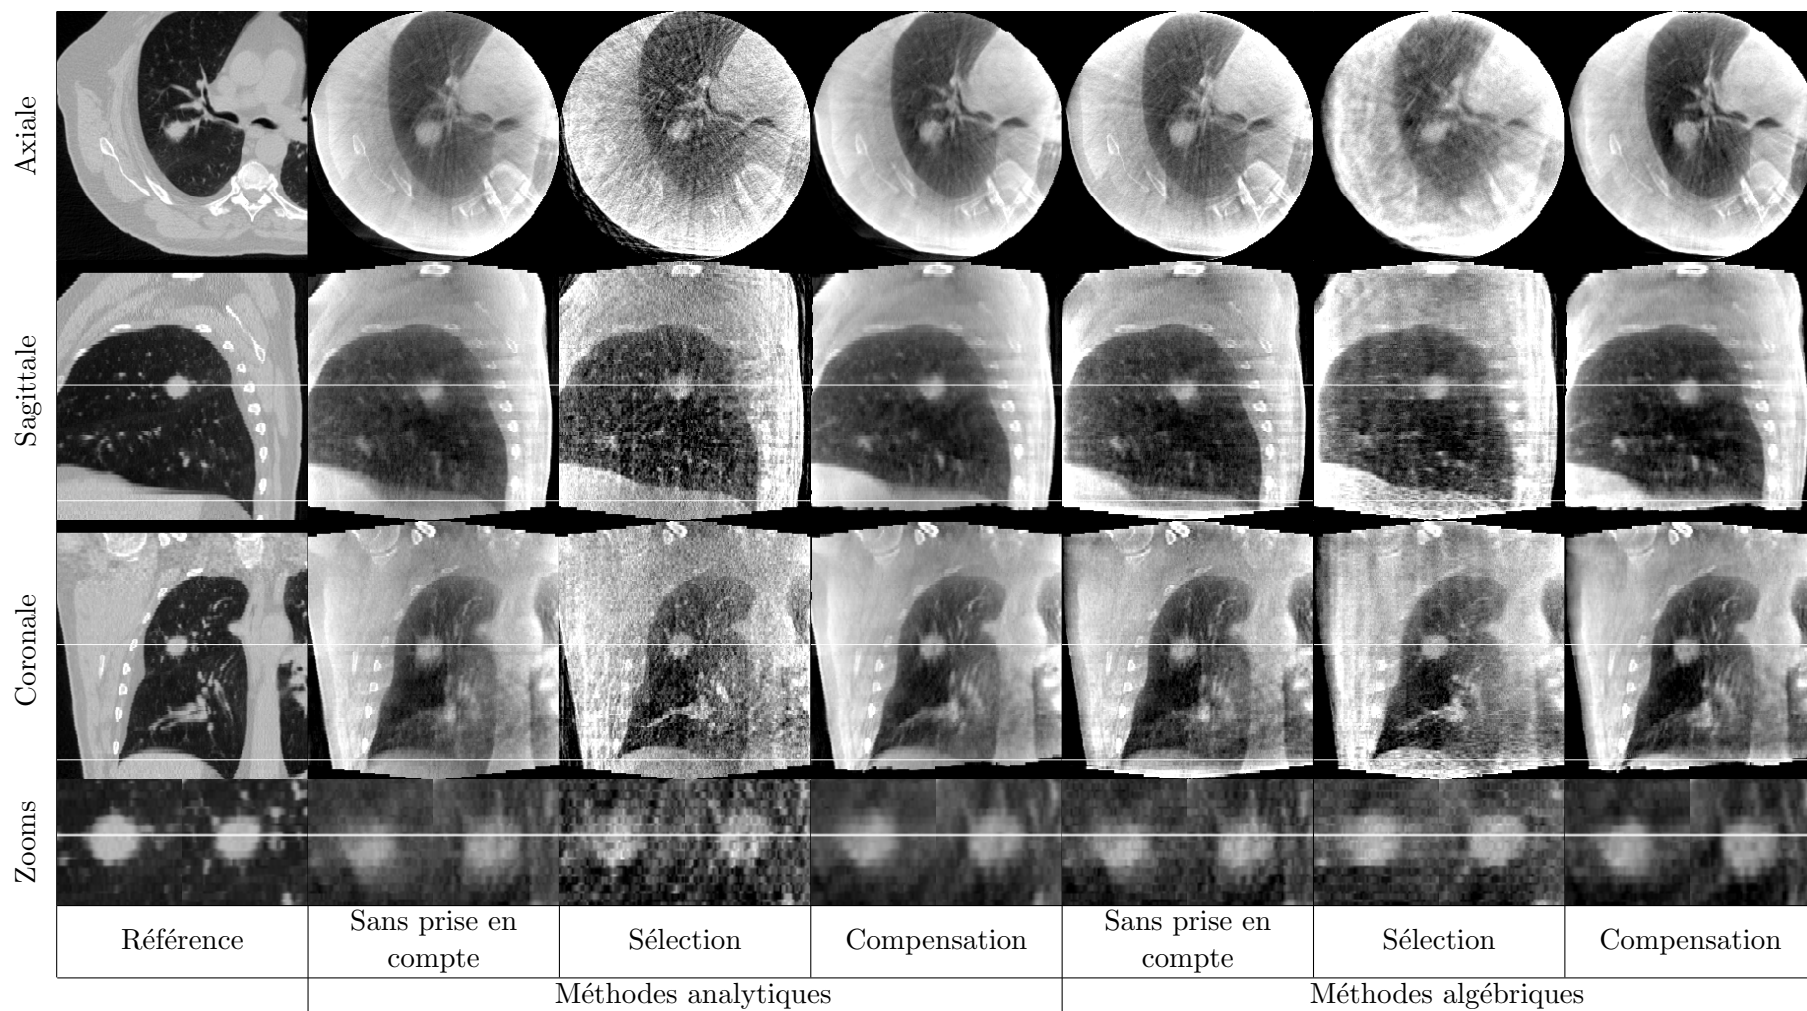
Coupes à l'isocentre des images TDM reconstruites en fin d'expiration par différentes méthodes à partir des projections réelles acquises sur patient. La référence est extraite de l'image TDM 4D acquise sur un scanner conventionnel. Les zooms sont réalisés sur la tumeur sur les coupes sagittales (gauche) et coronales (droite).
